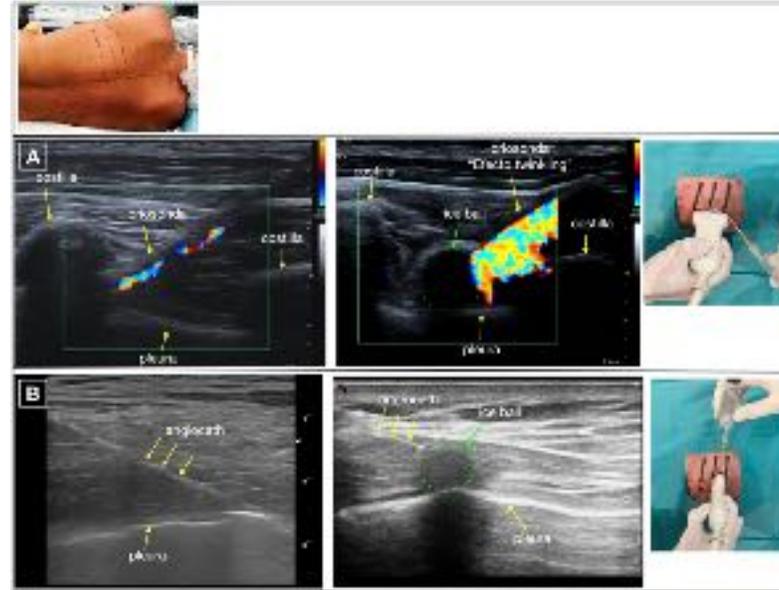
Posición del paciente para CPGU y sonoanatomía del espacio intercostal utilizando sonda lineal AF. A: Abordaje longitudinal. B: Abordaje oblicuo. Posición del angiocath y criosonda. Doppler color permite la visualización del efecto twinkling y artefacto "ice ball".
